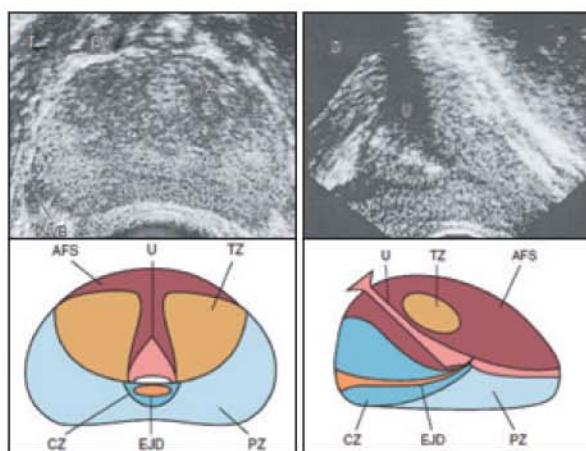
攝護腺解剖構造與超音波圖示（左圖為橫切面，右圖為縱切面。AFS：前纖維肌瘤基質，CZ：中央區，EJD：射精管，PZ：周邊區，TZ：移行區，U：尿道）
